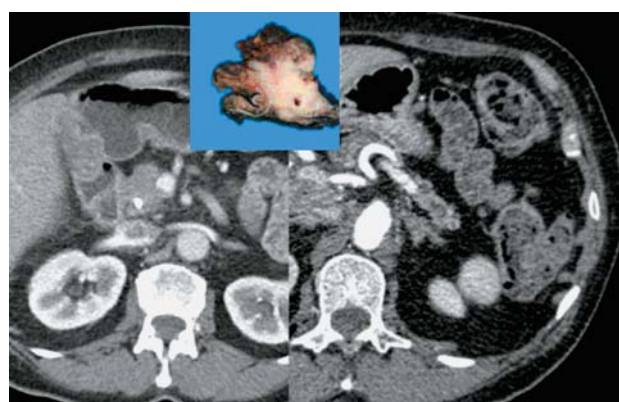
Компьютерная томограмма. Умеренно дифференцированная ПАК головки ПЖ. Исследование с болюсным контрастным усилением. Видна выраженная дистрофия хвоста железы, дренаж в ОЖП, пристеночный тромб в воротной вене в месте ее примыкания к опухоли.
